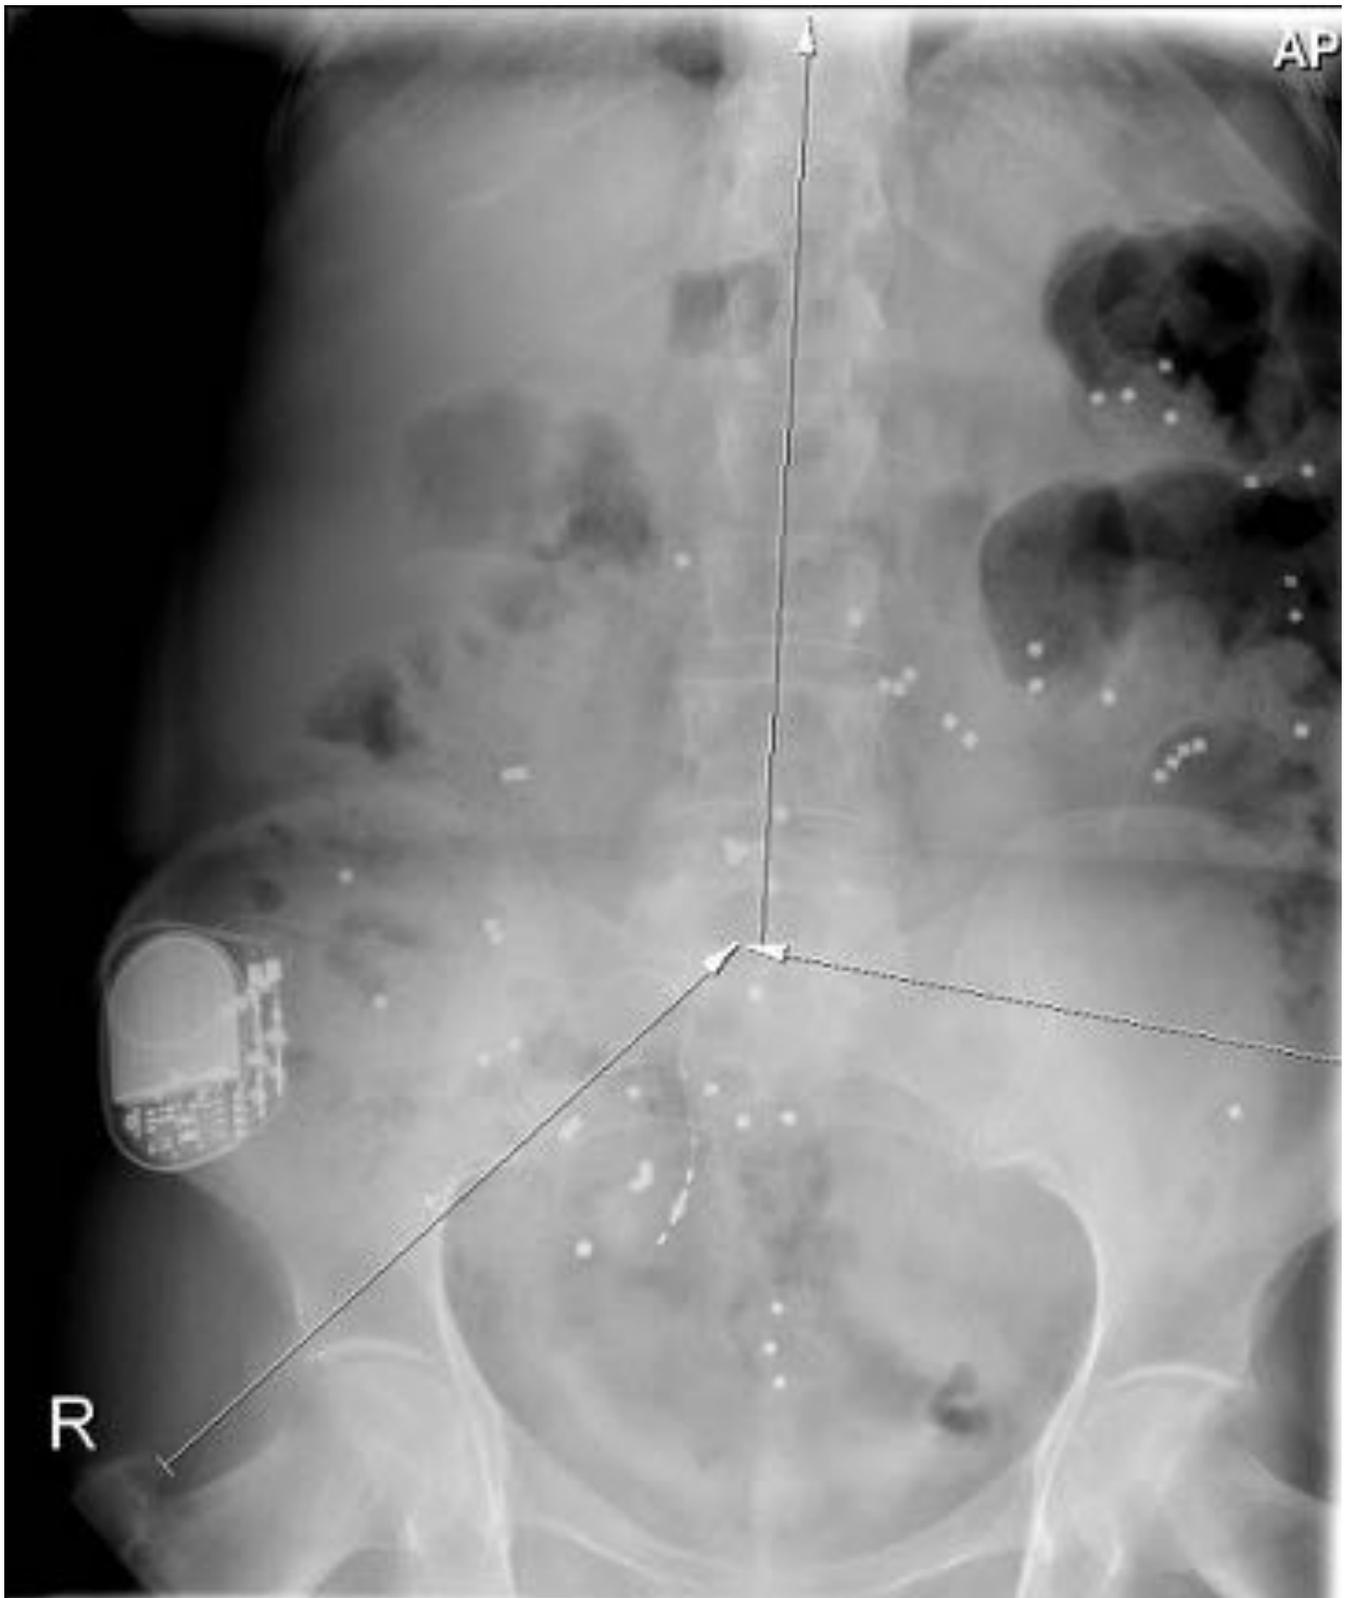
Tiempo de tránsito colónico con marcadores: radiografía al 4º día de la ingesta.
